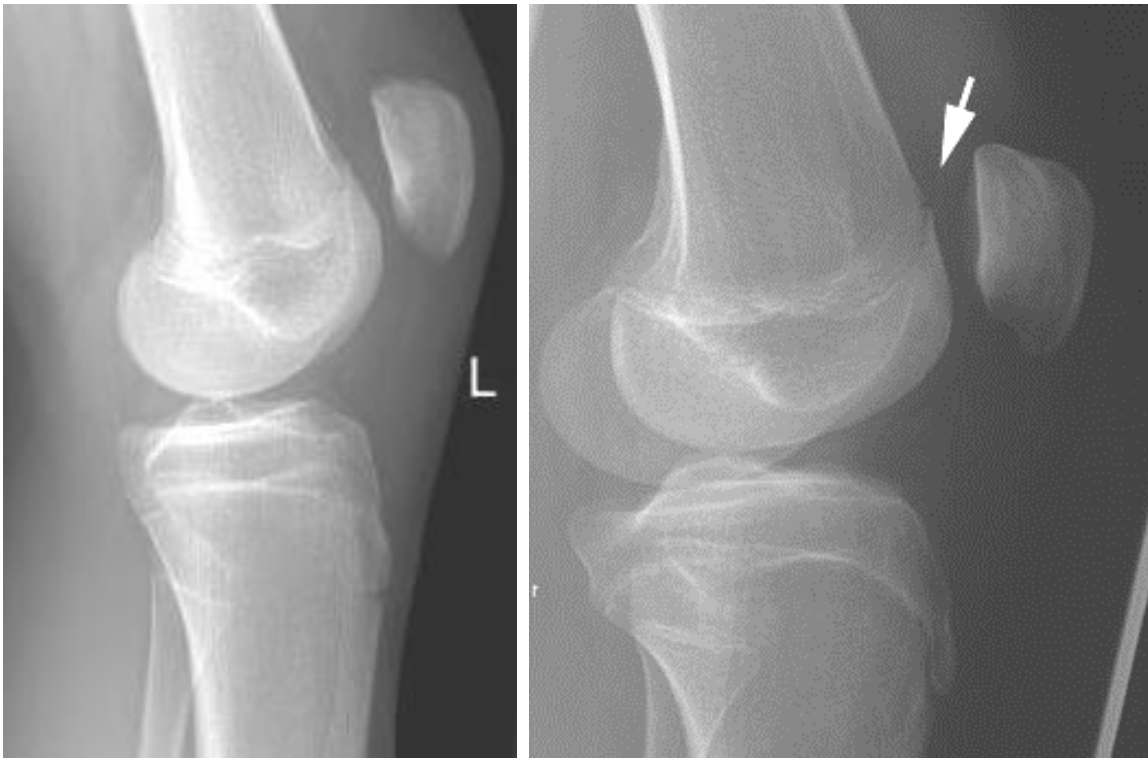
Zwei seitliche Röntgenaufnahmen zweier Kniegelenke. Linke Abbildung: Linkes Kniegelenk. Röntgenaufnahme mit übereinander projizierten posterioren Kondylen. Rechte Abbildung: Linkes Kniegelenk. Röntgenaufnahme mit Rotation im Kniegelenk und falsch positivem Crossing Sign. Pfeil = falsches Crossing Sign, Crossing Sign = Schnittpunkt zwischen Sulcuslinie und dem lateralen Rand der Kondyle. L= links. (Orthopädische Universitätsklinik Ulm 2010)
